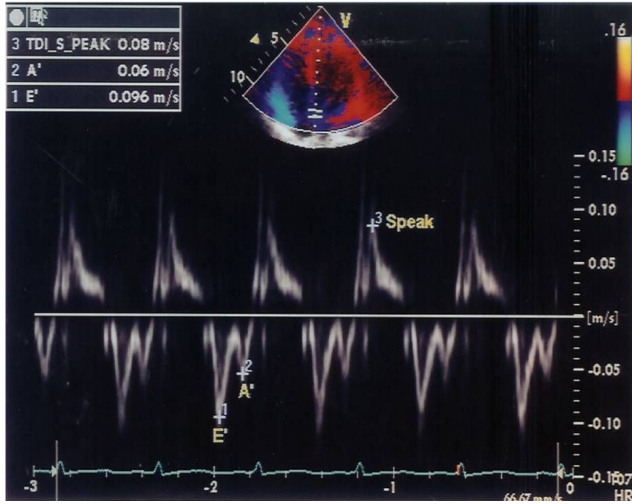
Myocardial velocity by tissue Doppler imaging (TDI) in a hypertensive adolescent; S, systolic myocardial velocity; E, early diastolic myocardial velocity; A, late diastolic myocardial velocity.
